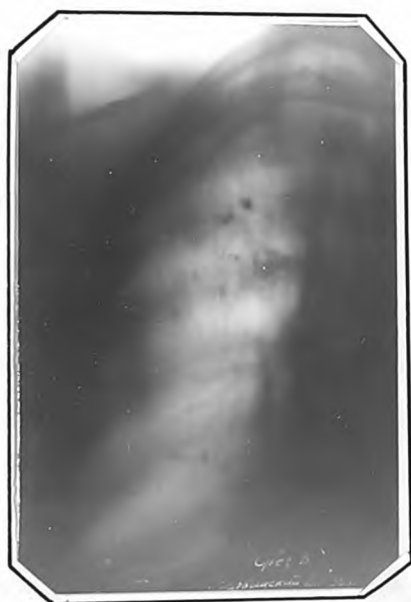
Томограмма правого легкого т.ч. (срез 8 см).
